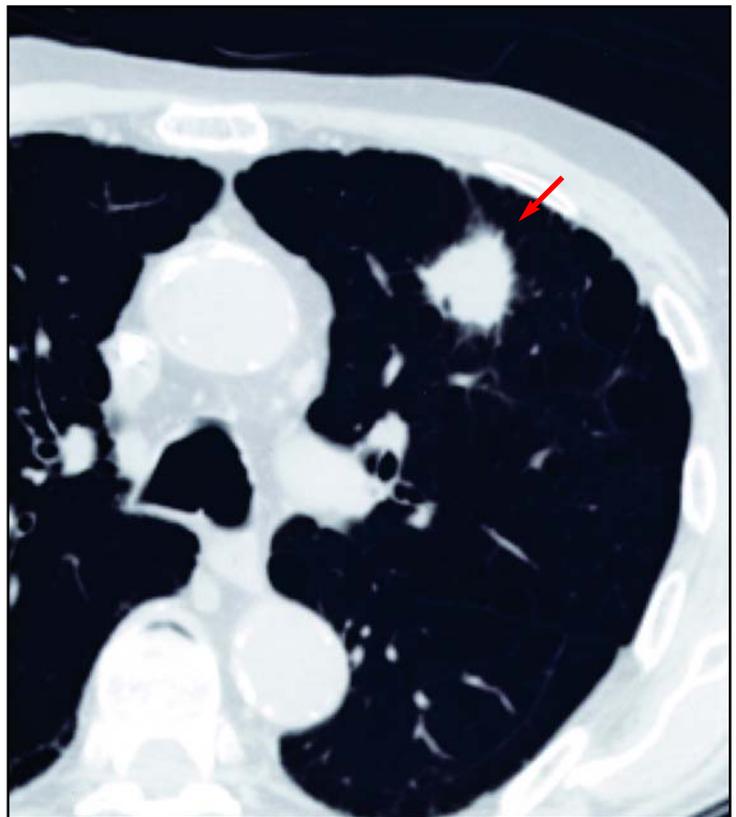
Imagen de tomografía computada. La flecha señala un nódulo espiculado en el pulmón izquierdo. Diagnóstico: cáncer pulmonar.
